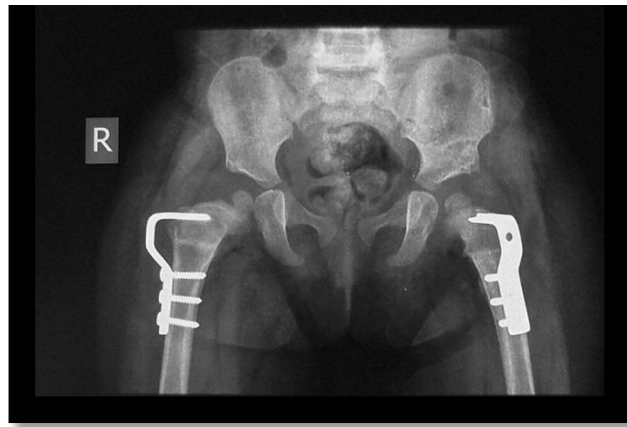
Postoperative radiograph at 10 months.
